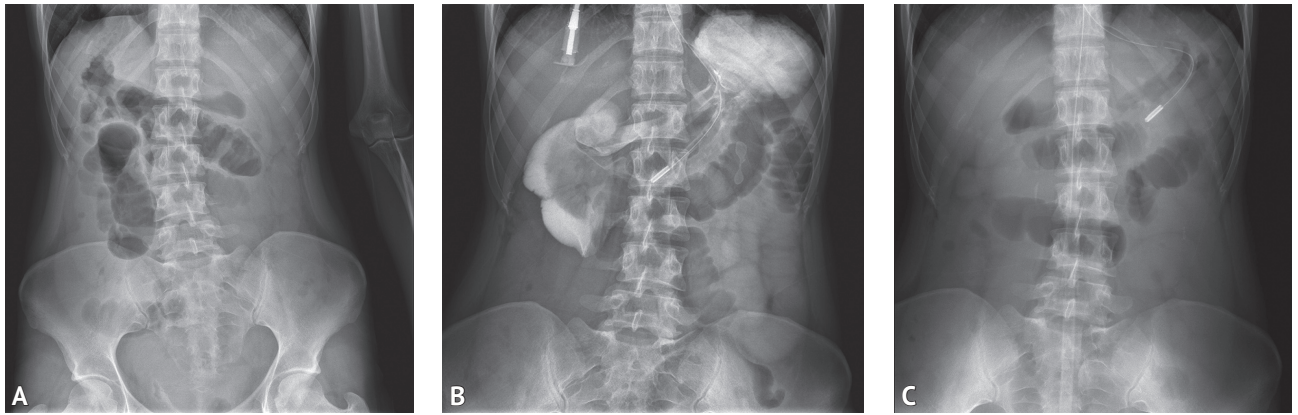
Обзорная рентгенограмма органов брюшной полости (А); В — в начале исследования пассажа водорастворимого контрастного вещества по желудочно-кишечному тракту; С — через 4 часа от начала исследования
